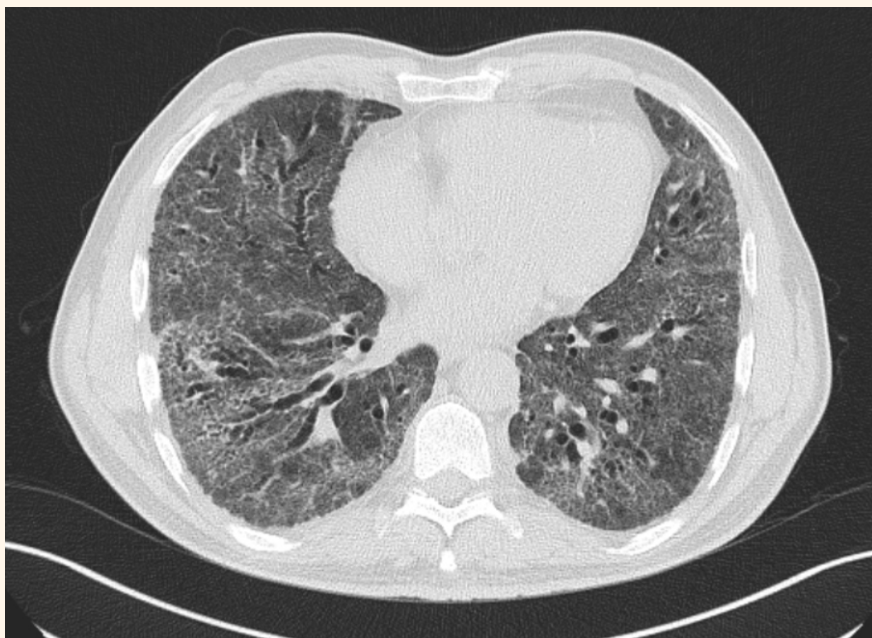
Пациентка С., 1952 г. рождения, спустя 4 месяца после перенесенного COVID-19 тяжелого течения. КТ ОГК, аксиальный срез: участки «матового стекла» в сочетании с ретикулярными изменениями
